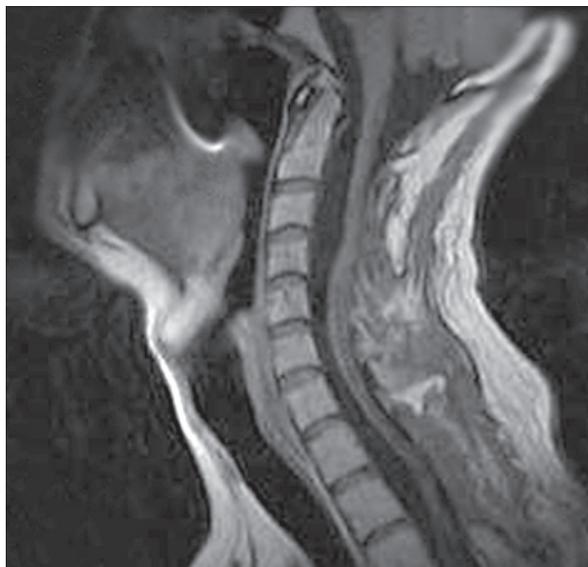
МР-томограмма шейного и верхнегрудного отделов позвоночника (от С1 до D3 позвонка) и спинного мозга в сагиттальной плоскости. T1-взвешенное изображение без контрастирования. Контрольное исследование, выполненное через 9 мес после первой операции (удаление гемангиобластомы на уровне С2—4 позвонков) и 6 мес после второй операции (удаление гемангиобластомы на уровне D1—2 позвонков). Помимо отсутствия вышеописанных новообразований отмечается практически полный регресс сирингомиелии.
